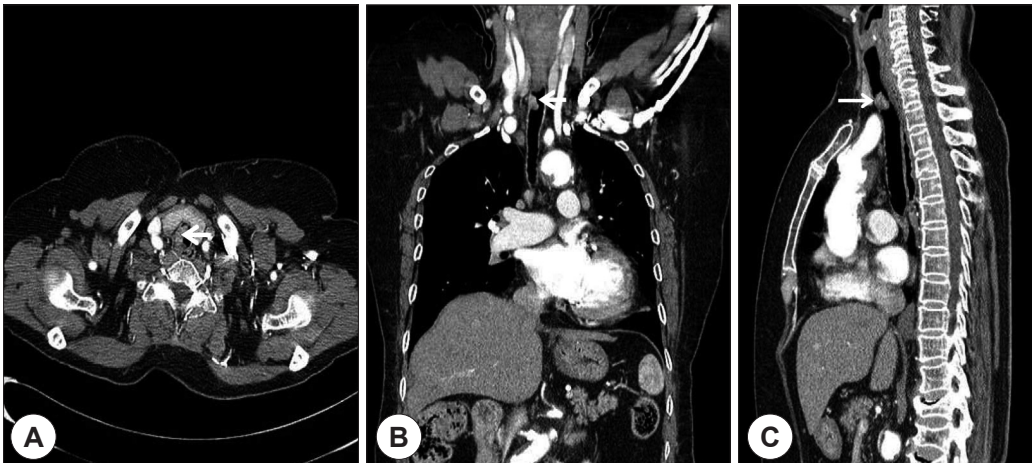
A : Axial contrast enhanced CT image at the level of the upper trachea shows an approximate 1.1 × 1 cm sized lobulated intraluminal mass in the trachea (white arrow). B : Coronal CT data shows the longitudinal extent of the tumor (white arrow). C : Sagittal CT image shows endotracheal anteriorly attached tumor (white arrow). CT : computed tomography.
